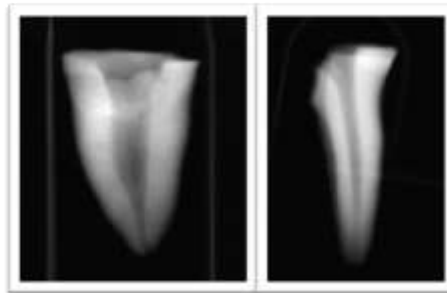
Oval şekilli kök kanal CBCT görüntüsü.
